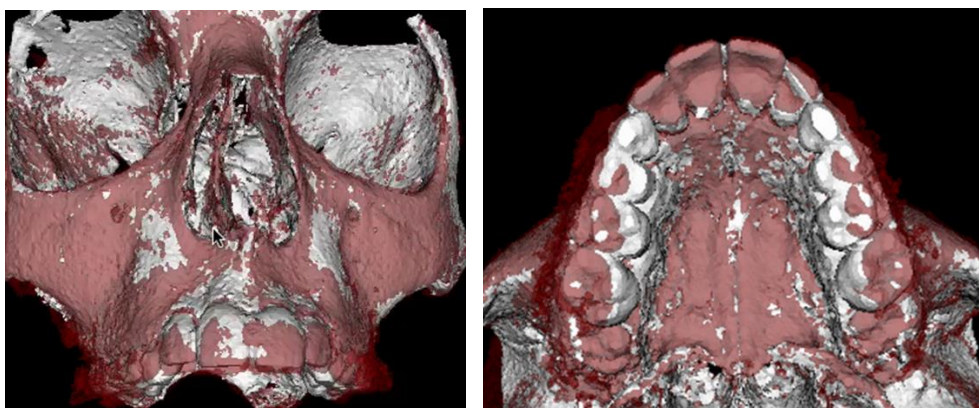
Esempio di sovrapposizione di CBCT T1-T2 eseguito con Software Mimics 10.1 Materialise, Belgium
